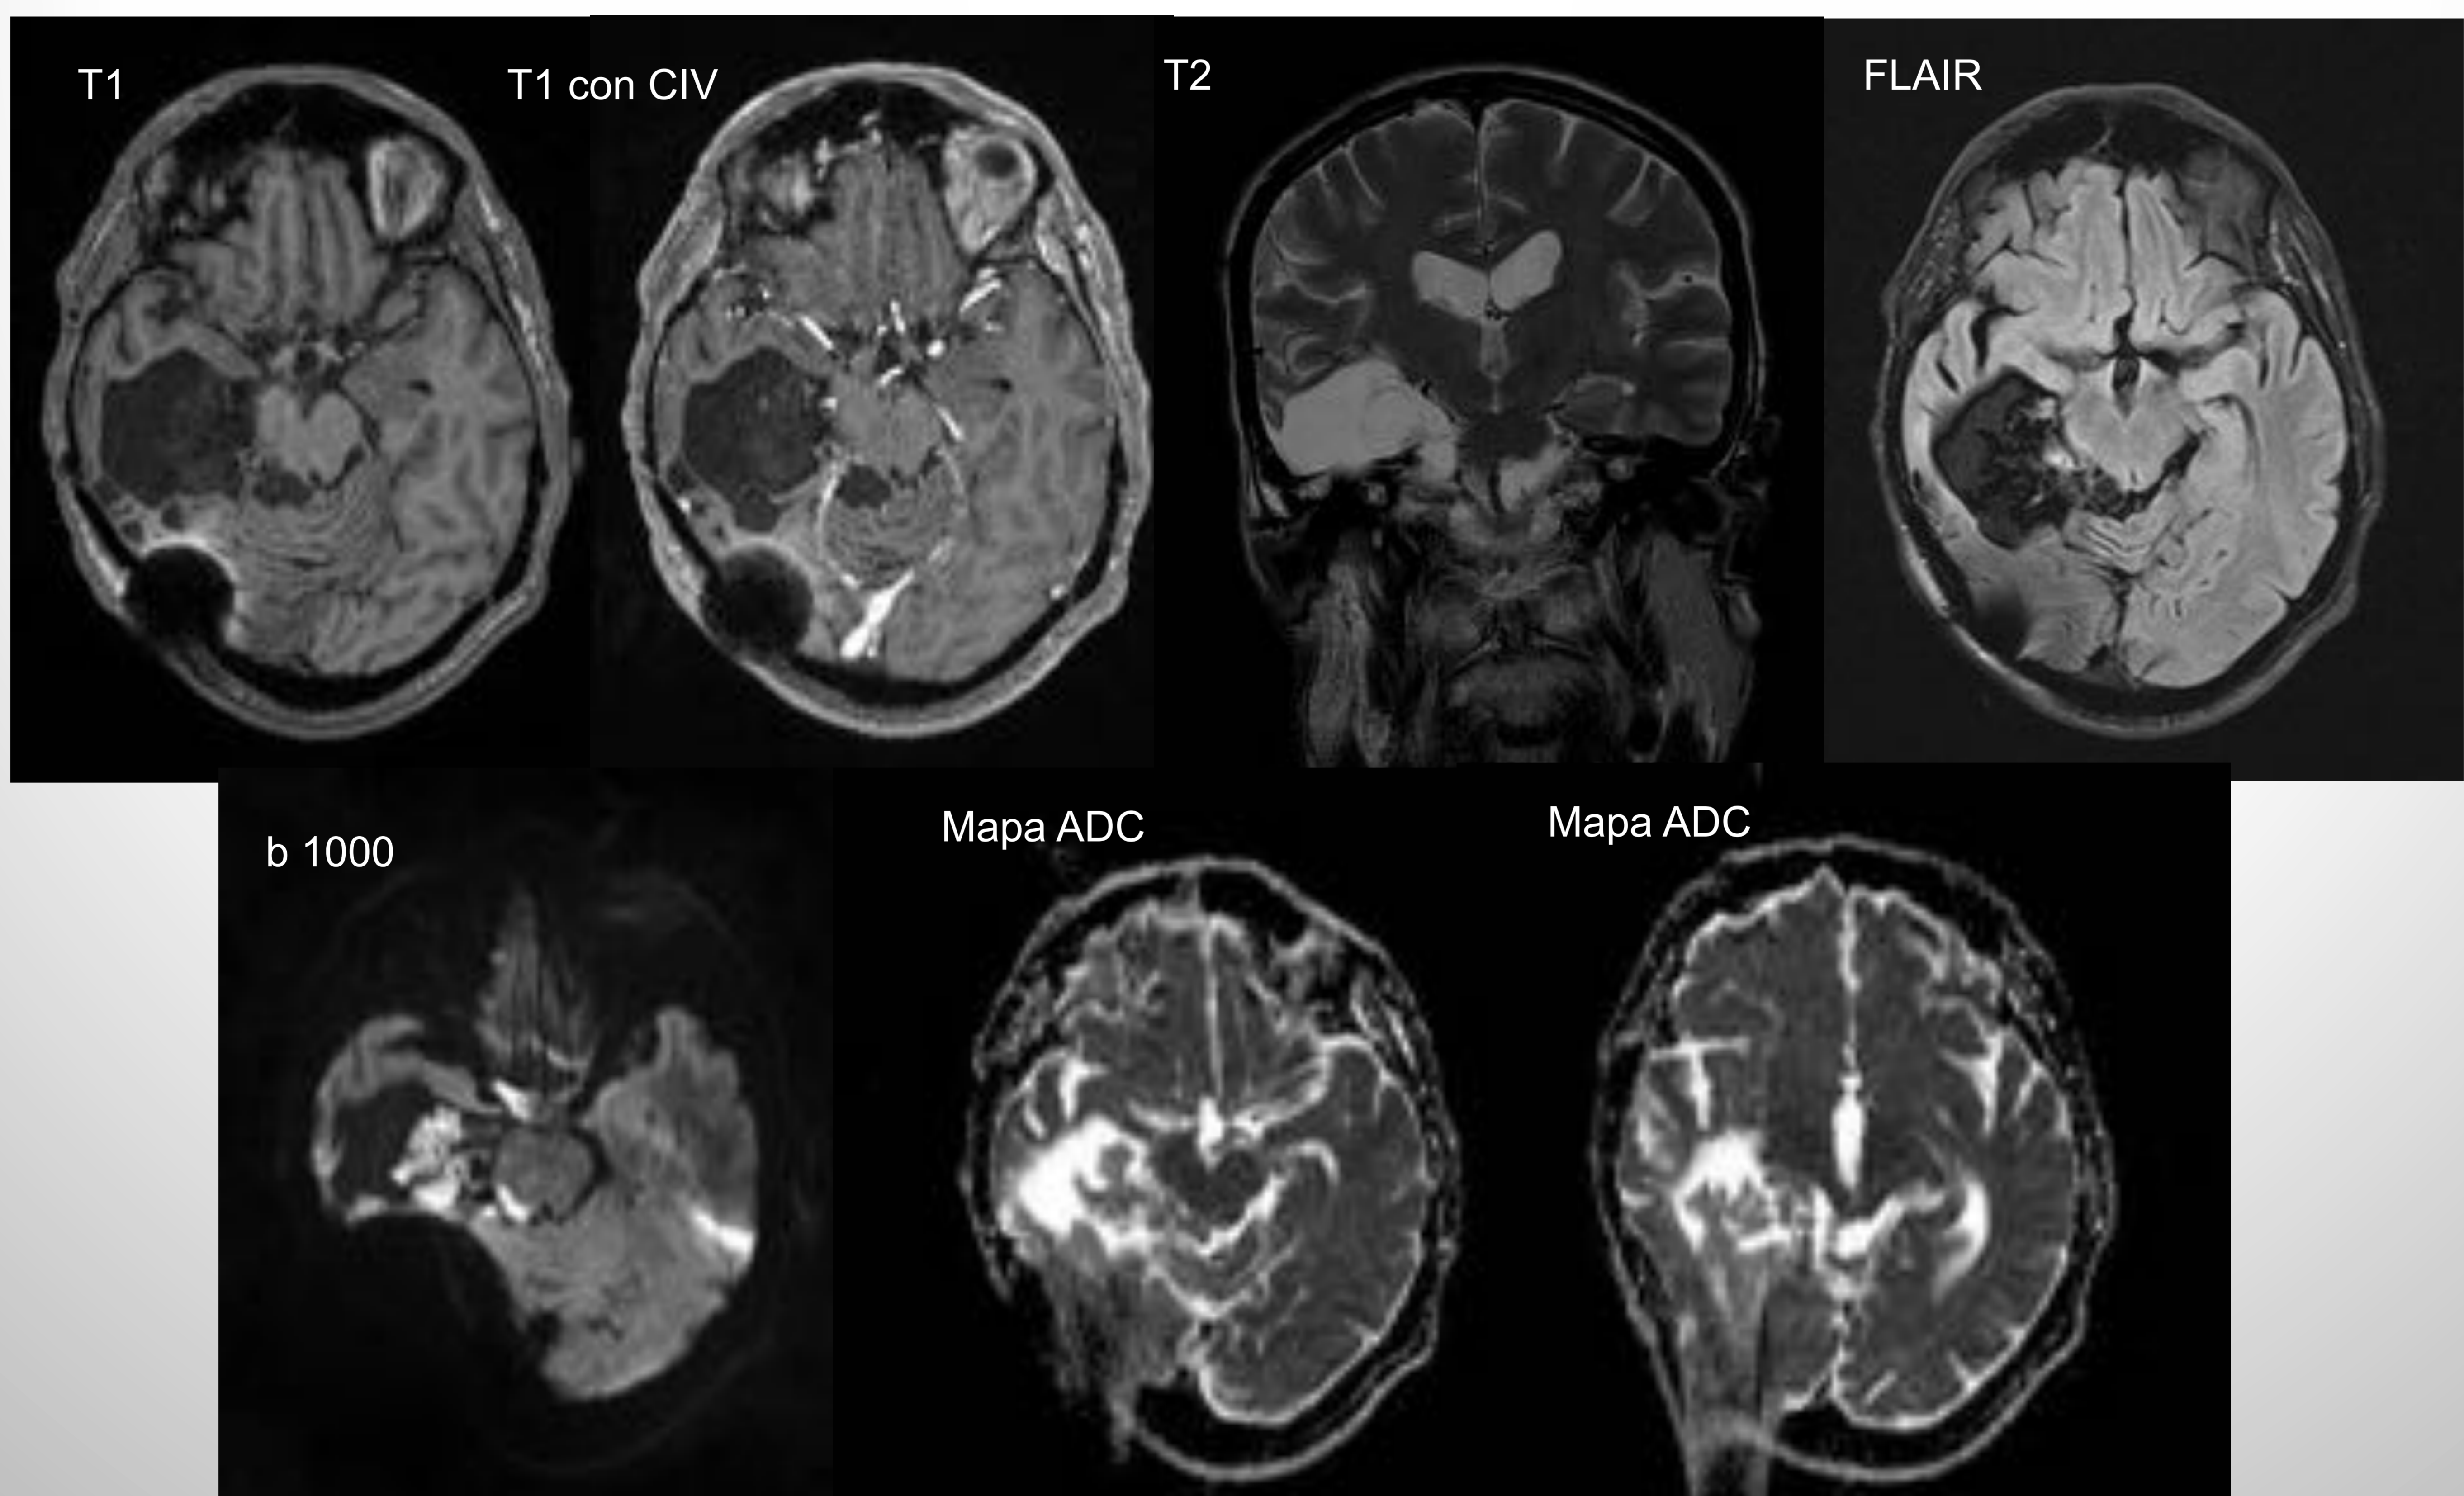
Imágenes de RM en secuencias T1, T1 con CIV, T2, FLAIR y difusión de un paciente con cambios postquirúrgicos de craniectomía derecha y área de porencefalia temporal derecha secundarios a una resección de un quiste epidermoide previo. Medialmente al área de porencefalia, se observa una lesión quística con discreta disminución de señal en T1, hiperintensa en T2, sin mostrar realce con gadolinio y con intensa restricción en DWI. Asimismo en las cisternas basales se objetiva varias lesiones con la misma semiología. Todos los hallazgos están en relación con recidiva e implantes meníngicos del quiste epidermoide.
